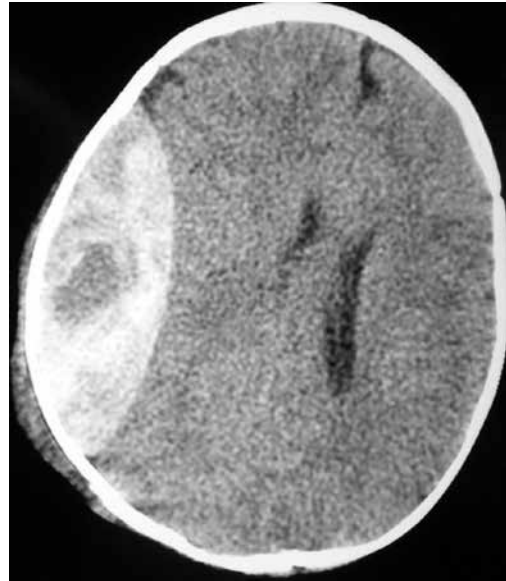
TC de crânio sem contraste, corte axial apresentando lesão extradural com densidade mista e presença do sinal do redemoinho.
